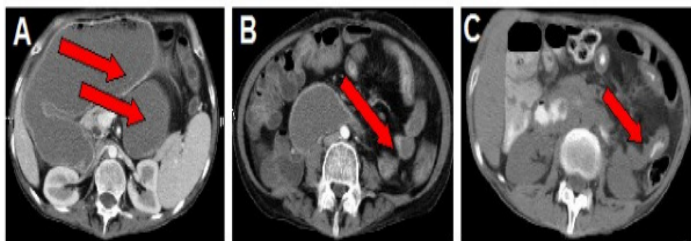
Arquivo de Atas de Ciências da Saúde. Doença de Crohn, diagnóstico e tratamento, 2016. Sinais radiológicos na tomografia computadorizada. A – Observa-se a dilatação do estômago na seta superior e a dilatação do duodeno pela seta inferior; B – sinalização de uma estenose duodenal pela seta vermelha; C – seta aponta para fistula no intestino.
